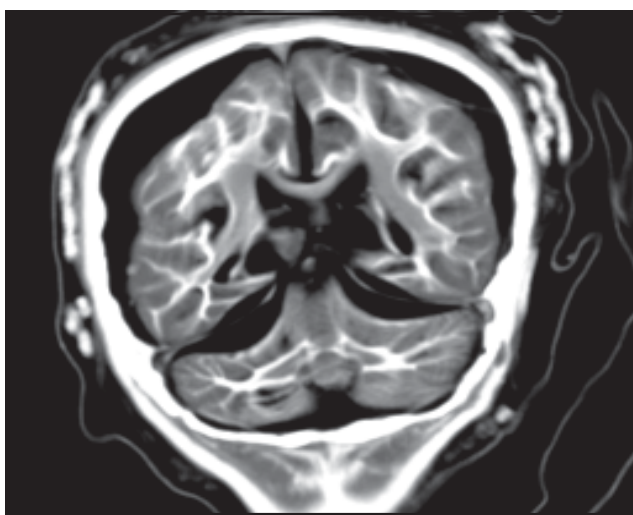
TC coronal de la cabeza de El Niño. Buena diferenciación entre las sustancias blanca y gris tanto en los hemisferios cerebrales como en los cerebelosos. Se visualiza aire alrededor de estas estructuras y agrandamiento del sistema ventricular causado por disminución del volumen de aquéllos. Obsérvese la tienda del cerebelo separando los compartimientos supra e infratentorial.
